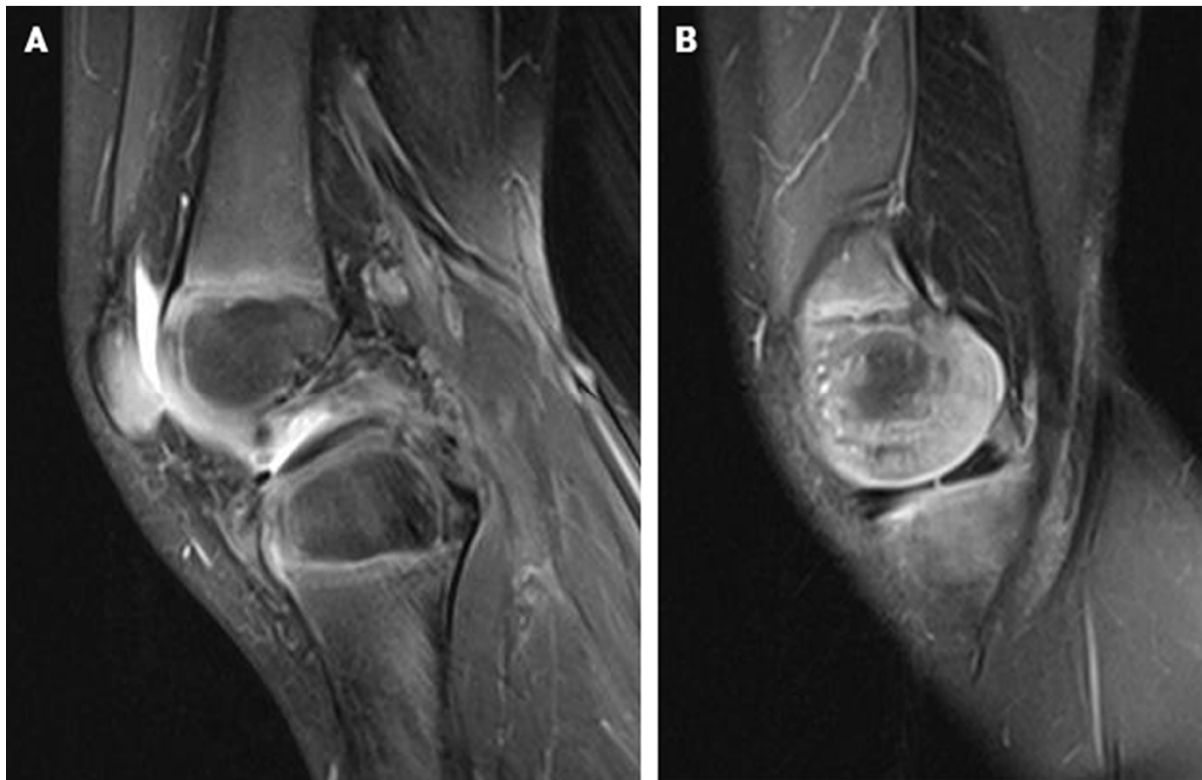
IRM montrant (a) une rupture du LCP et (b) une déchirure méniscale médiale.[92]
